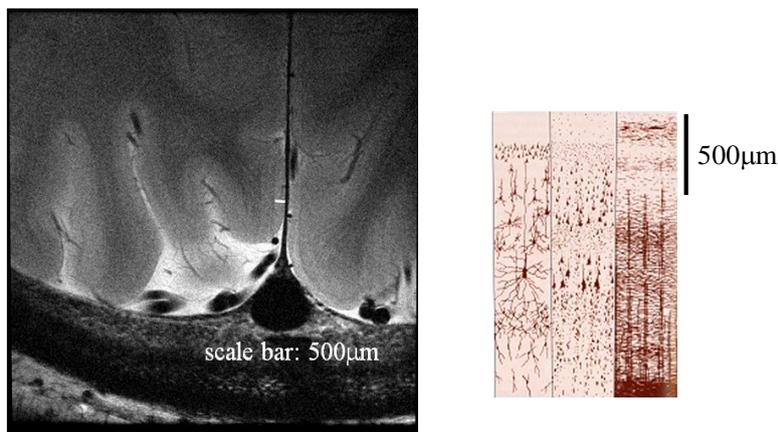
Highest Resolution MRI
